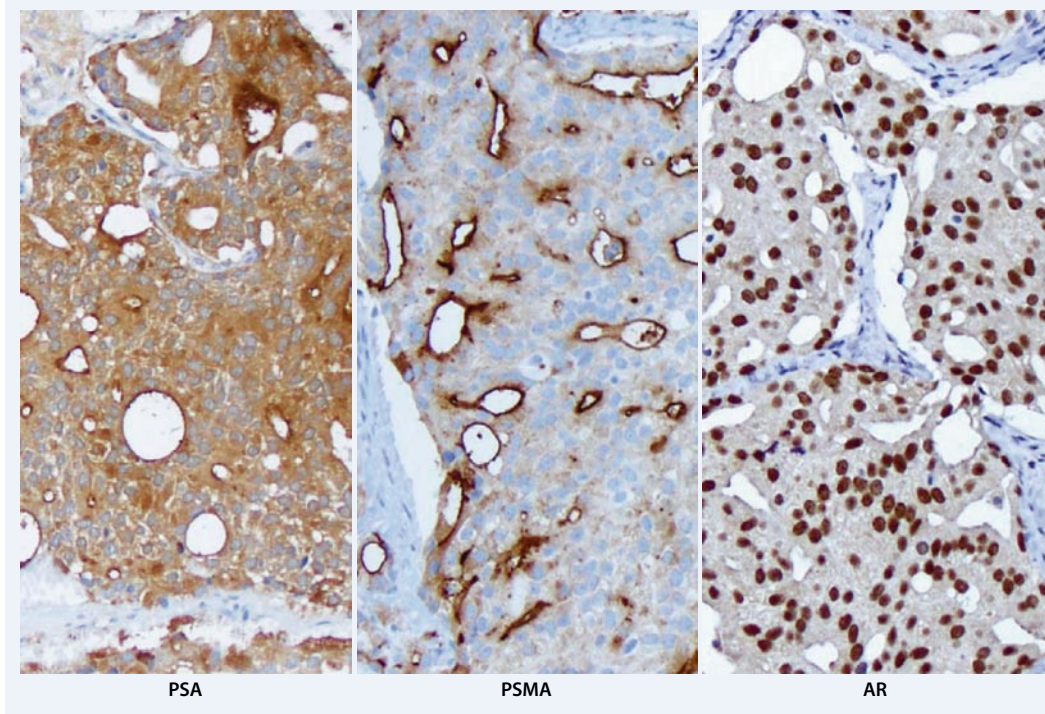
◀ Zervikale Metastase eines Adenokarzinoms der Prostata. *Links* starke Überexpression des prostataspezifischen Antigens (PSA); *Bildmitte* kräftige und membranständige Expression des prostataspezifischen Membranantigens (PSMA); *rechts* zusätzlich kräftige Androgenrezeptor- (AR-)Expression (alle Vergr. 200:1)
